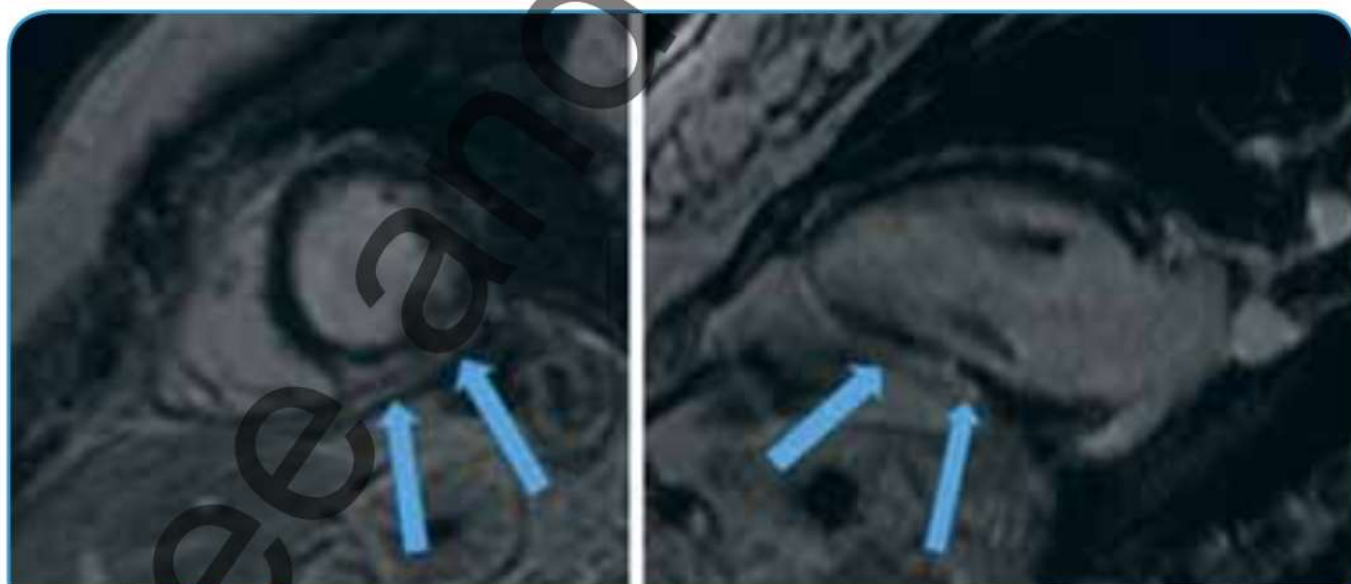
МРТ. Изображения сердца по короткой и двухкамерной осям левого желудочка при остром миокардите (последовательности с отсроченным контрастированием). Субэпикардальные участки контрастирования среднего нижнего сегмента миокарда левого желудочка (стрелки) соответствуют воспалительным изменениям (Е.С. Першина)
